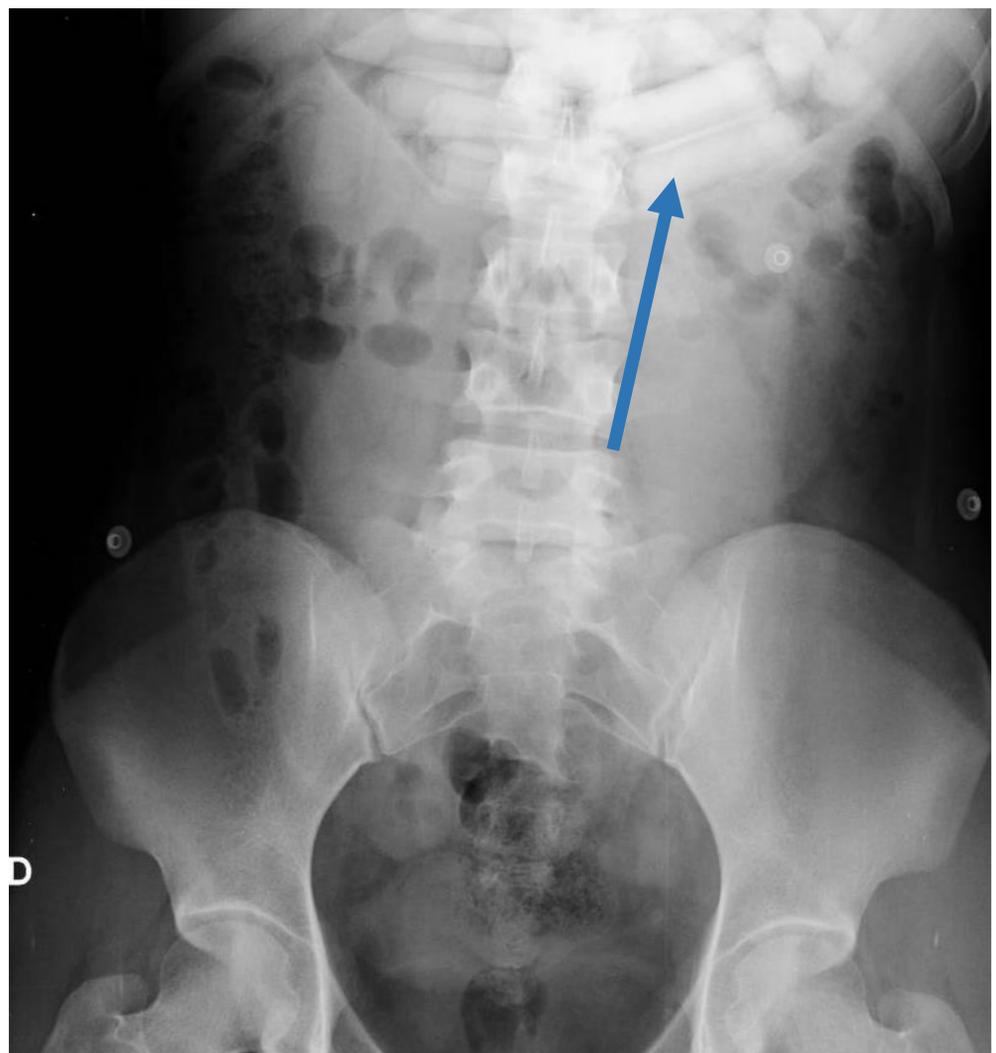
“Body-packer” o “mula” y correlación con TC
